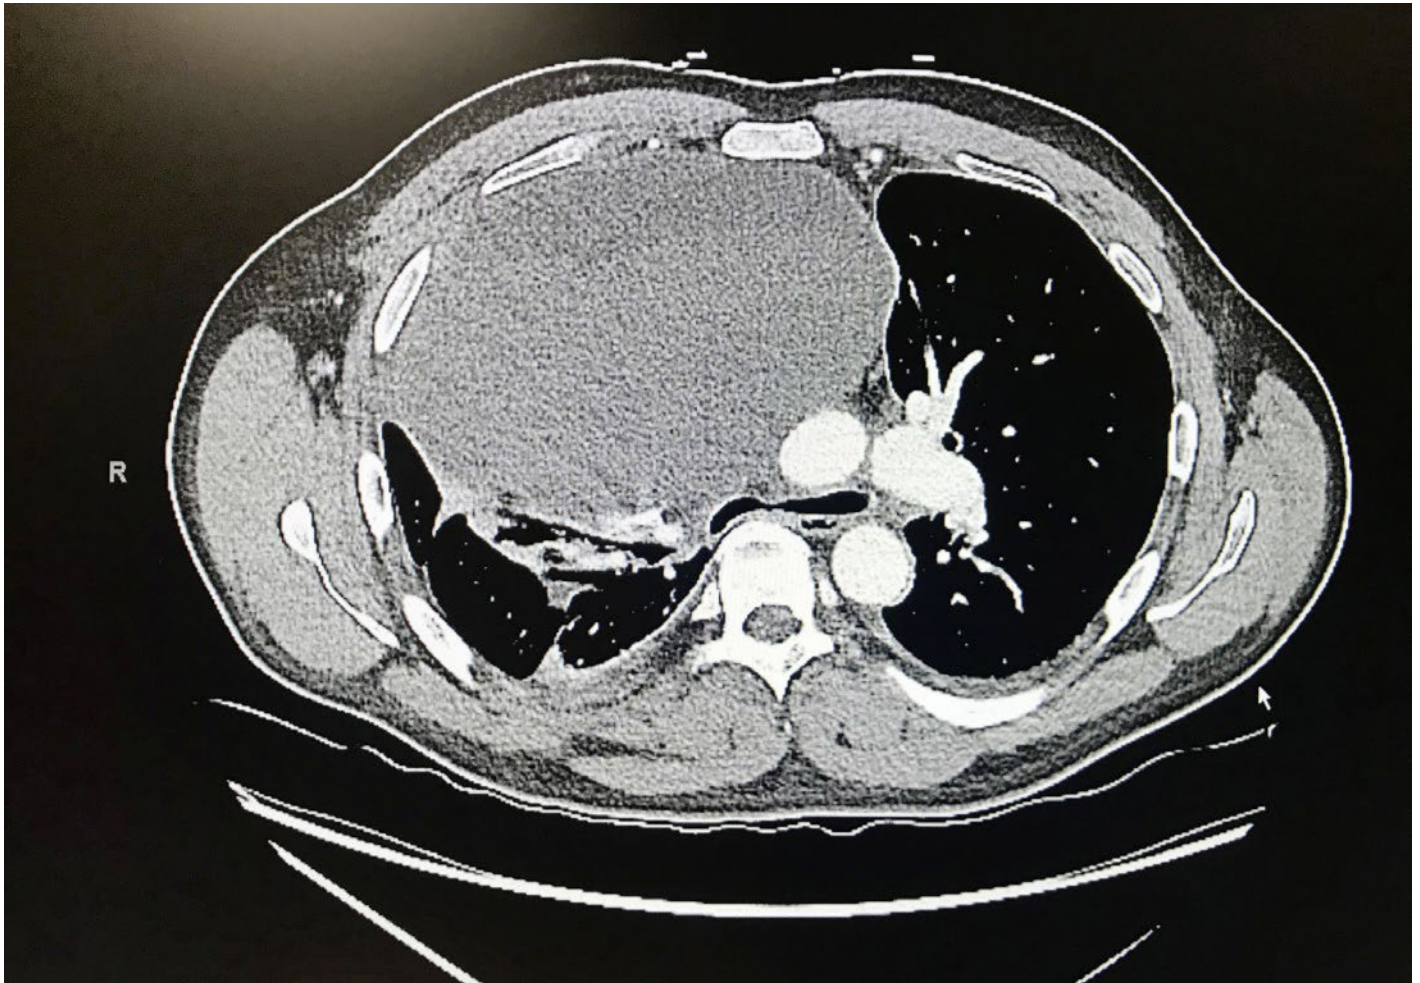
CT Thorax, axial.
